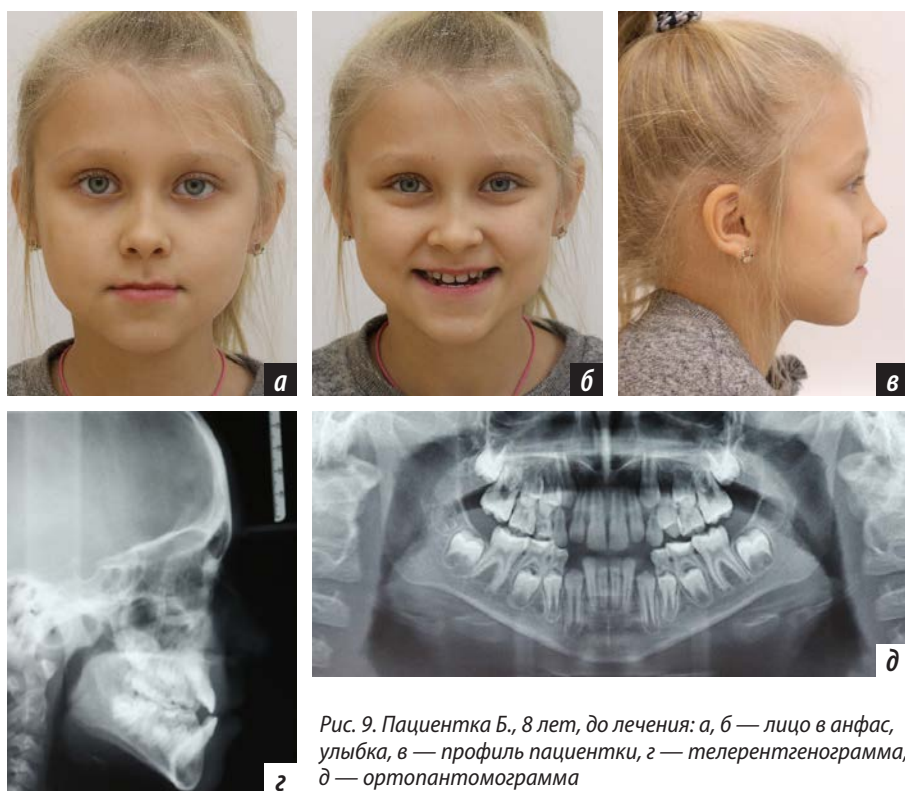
Пациентка Б., 8 лет, до лечения: а, б — лицо в анфас, улыбка, в — профиль пациентки, г — телерентгенограмма, д — ортопантограмма
